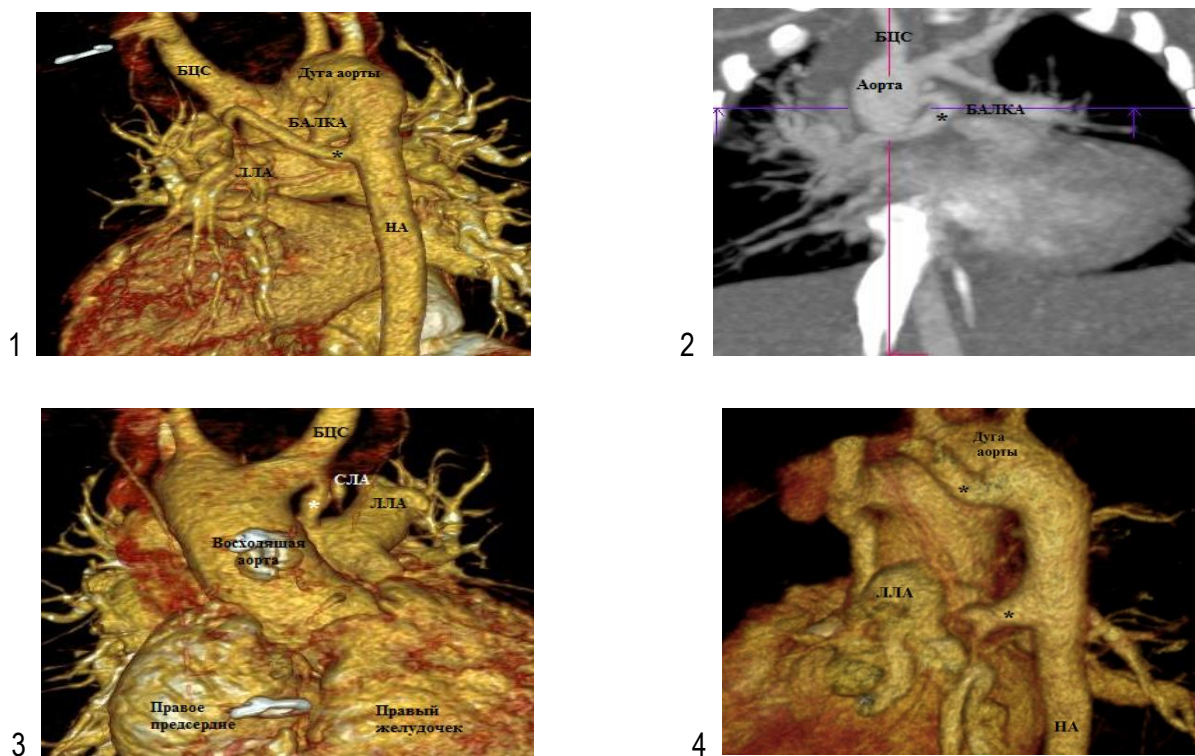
Компьютерные томограммы 1 – 4 . БЦС – брахиоцефальный ствол, НА – нисходящая аорта, ЛЛА – левая легочная артерия, СЛА – системно-легочный анастомоз, символом (*) отмечено отхождение большой аорто-легочной коллатеральной артерии (БАЛКА)
